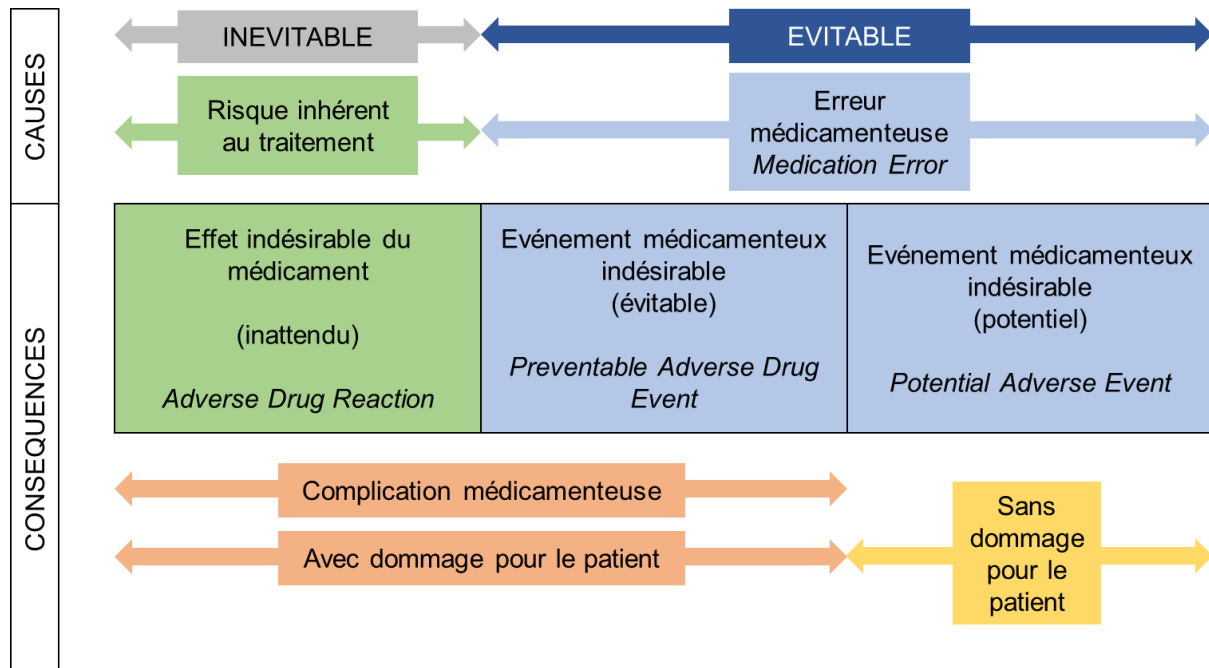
Classification des événements iatrogènes médicamenteux d'après Gandhi TK (54) et Otero MJ (55) (Source : thèse d'Olivia François, 2016)
